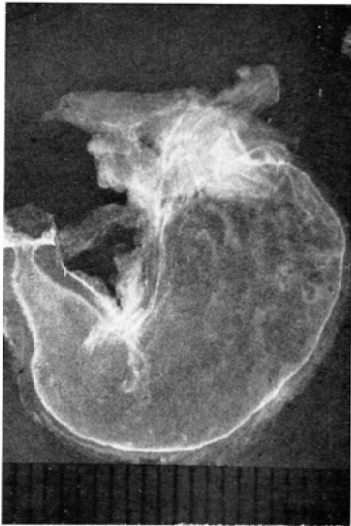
Double contrast radiograph of the resected stomach(Human fetus of 5 months)
